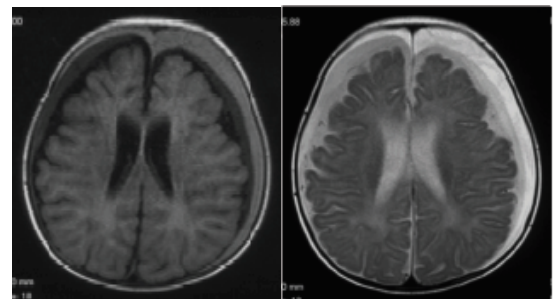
約 1 ヶ月後の MRI (T1 強調像) (T2 強調像)
